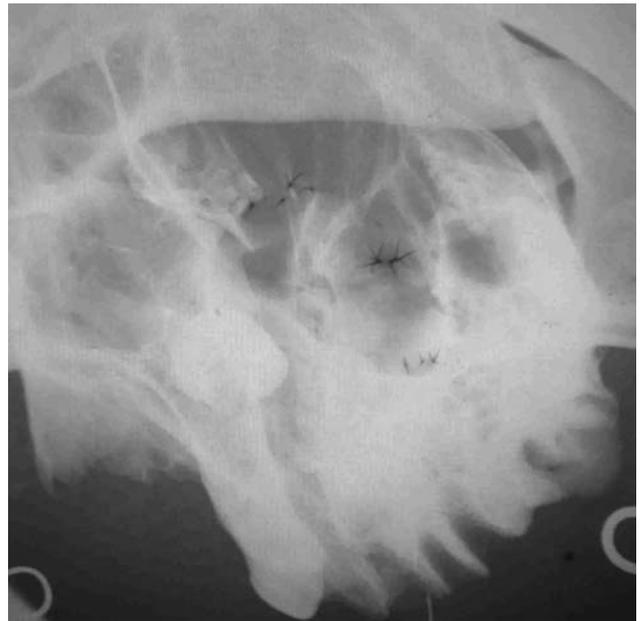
Рентгенограмма препарата верхней челюсти человека после введения контрастного вещества из установленного места вкола иглы (пояснение в тексте).
